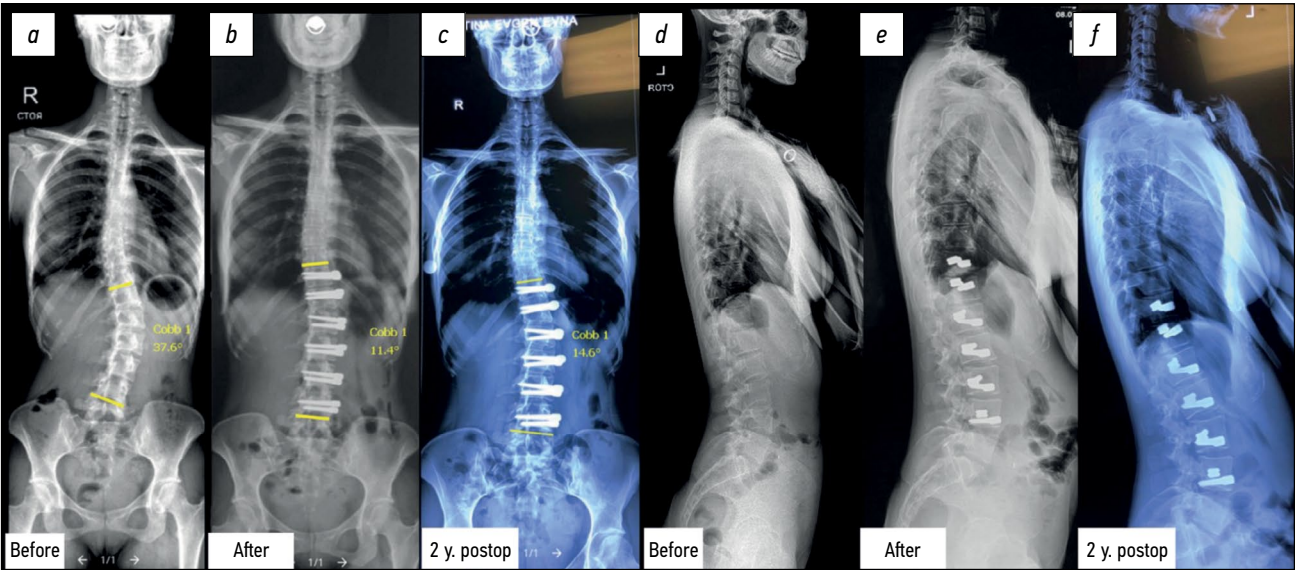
X-ray of the patient before surgery (a, d), immediately after lumbar spine anterior dynamic scoliosis correction (b, e) and at the follow-up stage 2 years postop (c, f). There is no significant loss of correction.
